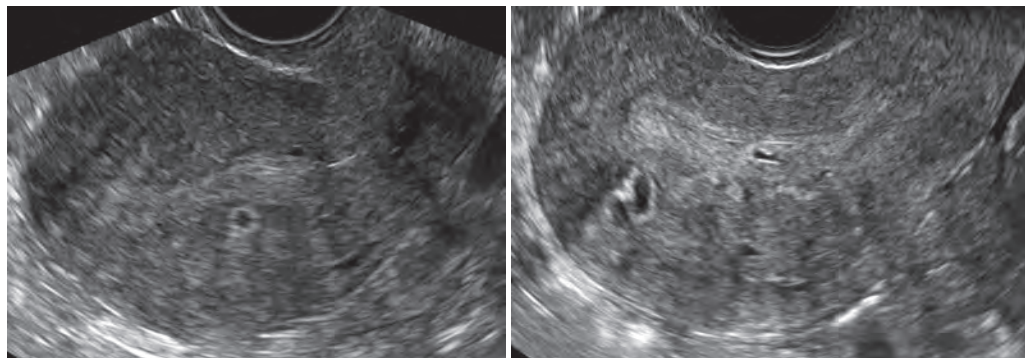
А1-2 УЗИ двух разных пациенток. Гетерогенность миометрия вследствие наличия небольших эхо-негативных включений, типичных для аденомиоза.
